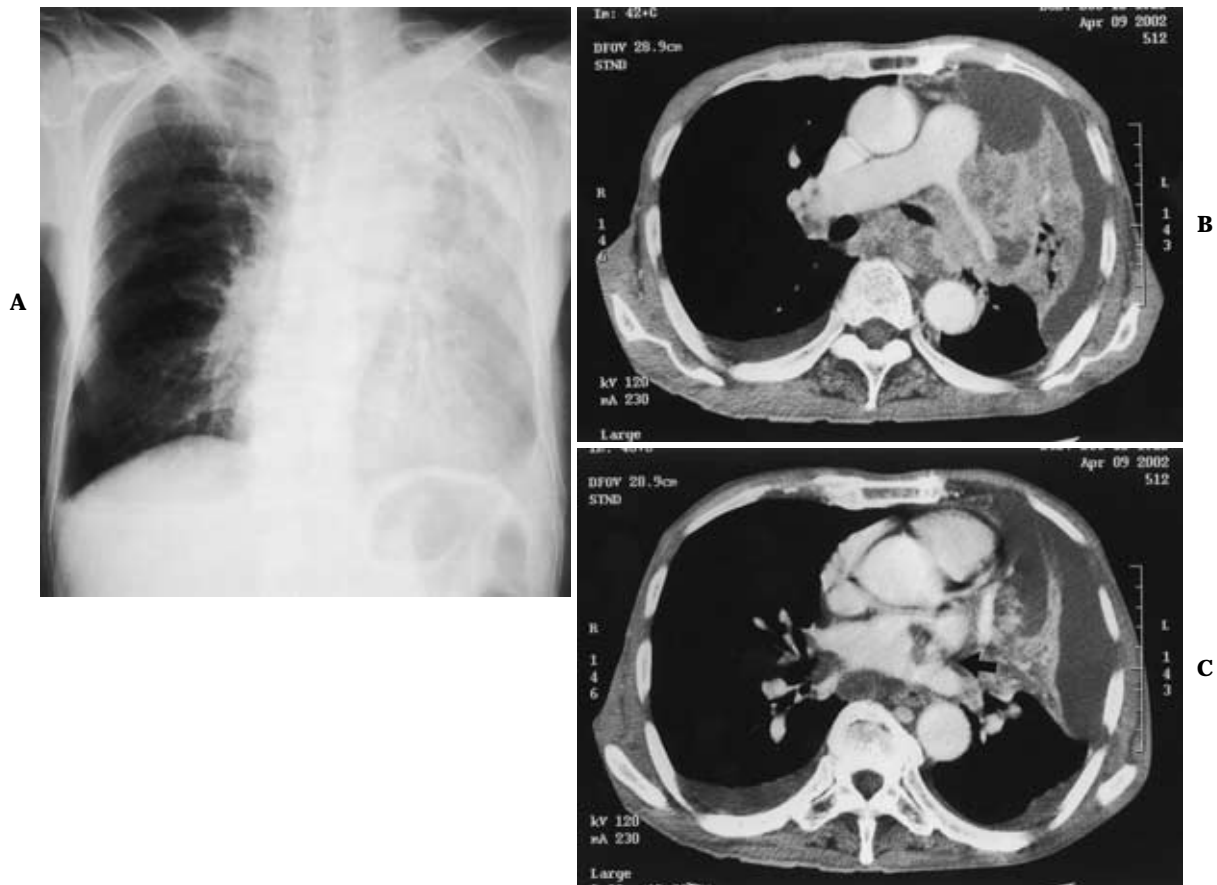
A. Chest radiograph on admission showing diffuse radio-opacity in the left lung fields with mediastinal displacement to the left. B, C. Chest CT scan on admission showing extensive tumor infiltration into the mediastinum with left upper lobe atelectasis (B) and nodular shadow in the left atrium (C)
